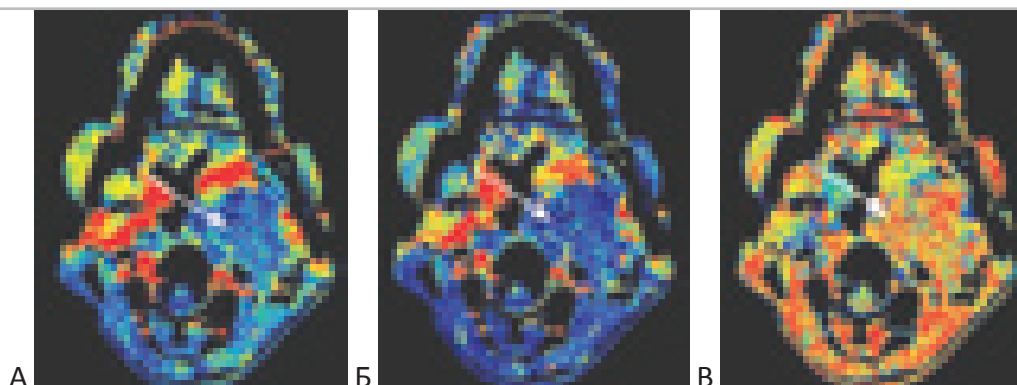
КТ перфузия хордомы основания черепа. Опухоль с распространением пара-вертебрально слева и с деформацией глотки. При перфузионной КТ выявляются низкие гемодинамические показатели BV(А), BF(Б), и повышенный показатель МТТ (В) опухолевой ткани.
